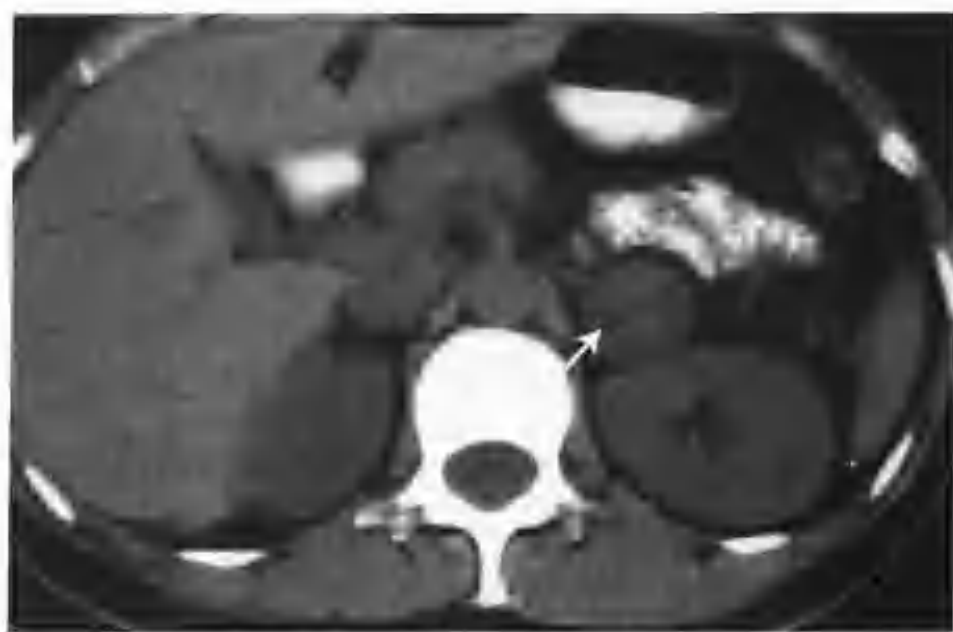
与图 2-1-460 为同一病例（CT平扫左肾上腺区见一个 2.5cm × 2.5cm 的圆形等密度结节，箭头示肾上腺皮质腺瘤）
